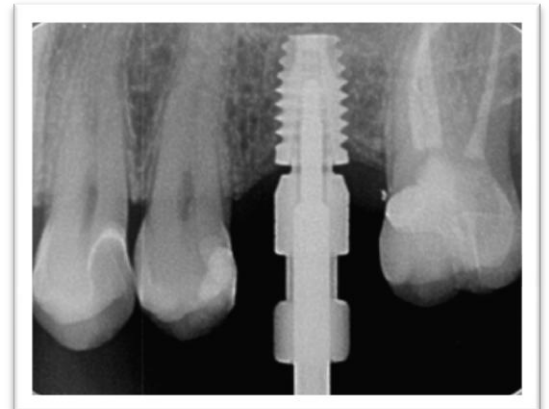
radiographie de contrôle : Hiatus entre les 2 pièces
